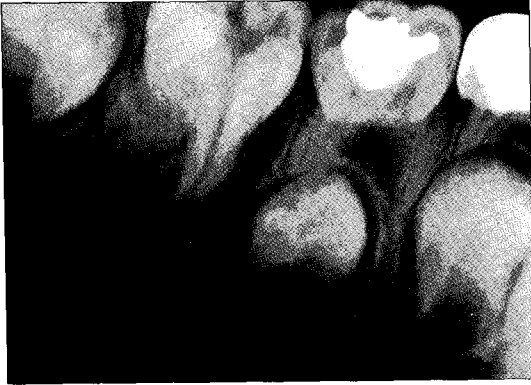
Radiograph before treatment
